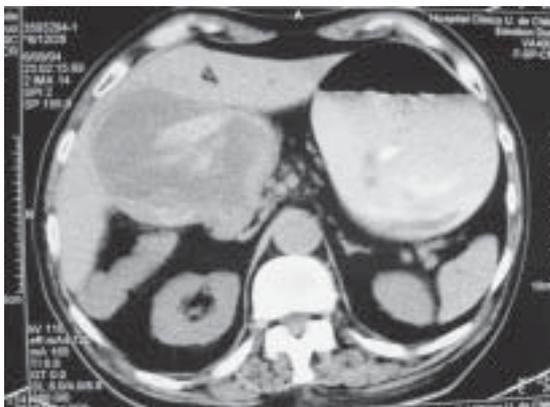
TAC Abdominal Preoperatorio.
